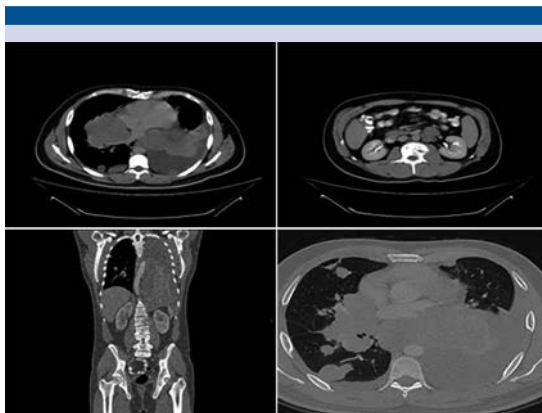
Tomografía axial computada tóraco-abdomino-pélvica en fase simple y contrastada: metástasis pleurales, pulmonares, óseas, derrame pleural izquierdo y actividad ganglionar.
